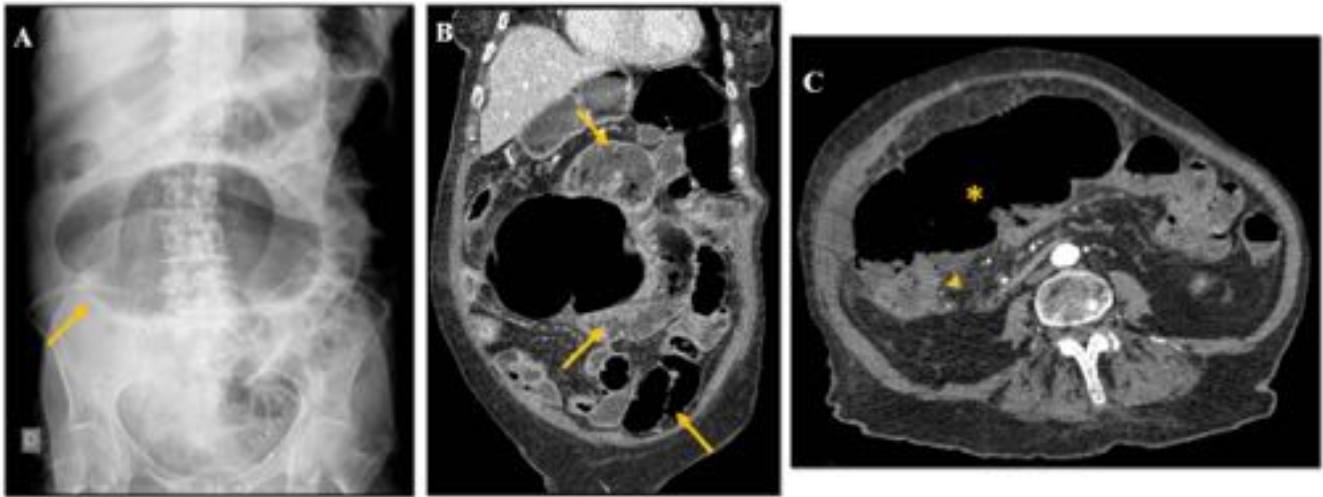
Neoplasia de colon ascendente. Mujer de 71 años con dolor abdominal. A) Rx de abdomen. Burbuja de aire centroabdominal que corresponde con el ciego dilatado. B y C) Imágenes coronal y axial de TC: Importante distensión del ciego (*) con hipocaptación de sus paredes y dilatación de asas intestinales (flechas). Inicialmente se pensó en una volvulación cecal. En la cirugía se confirmó una neoplasia del colon ascendente que condicionó la obstrucción (cabeza de flecha).
